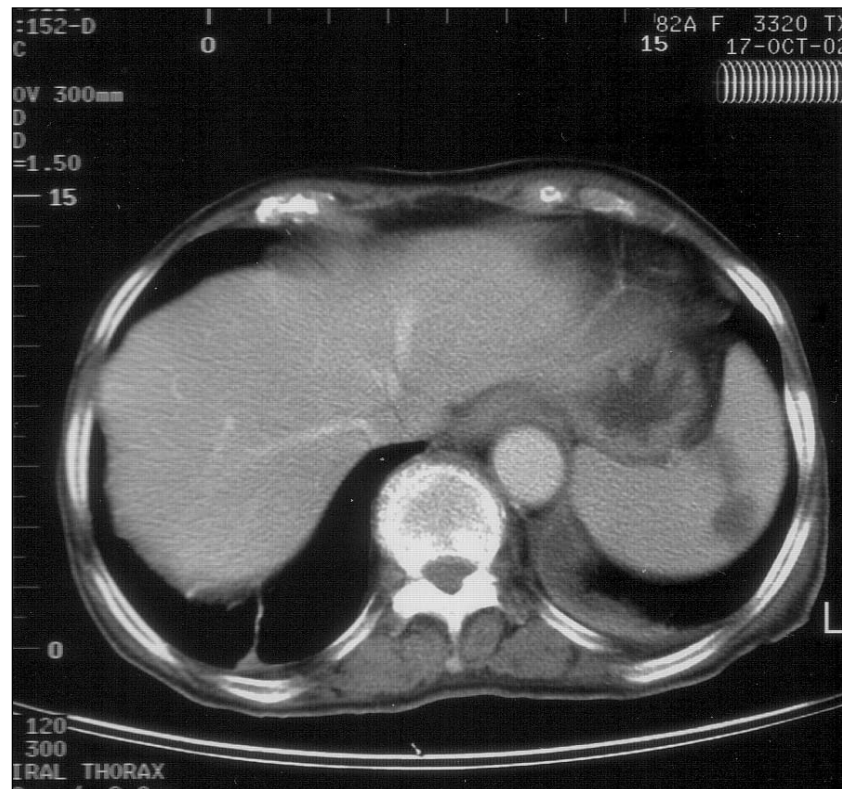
TAC abdominal helicoidal mostrando enfartes esplênicos.
